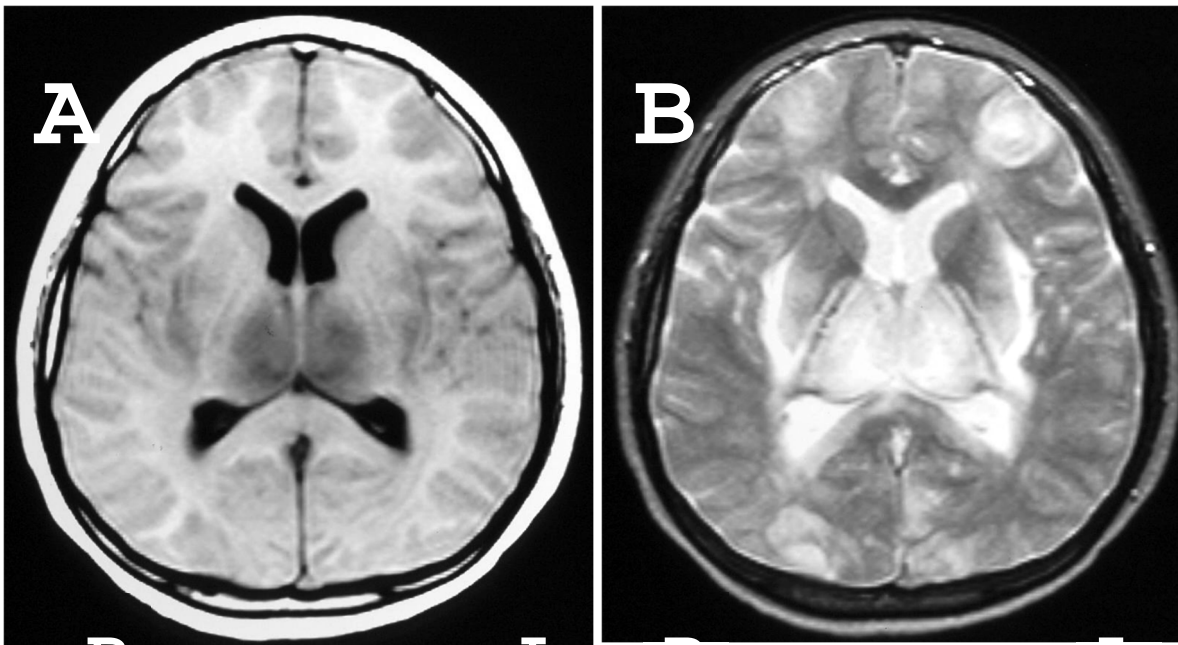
頭部 MRI:A: T1 強調像、B: T2 強調像(視床、基底核、大脳白質、大脳皮質の一部に壊死を伴う浮腫像を左右対称性に認める。)
